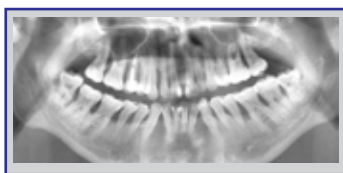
Ортопантомограмма пациентки С., 1980 г.р. Диагноз: агрессивный пародонтит. Выявлено наличие *Aggregatibacter actinomycetemcomitans*
